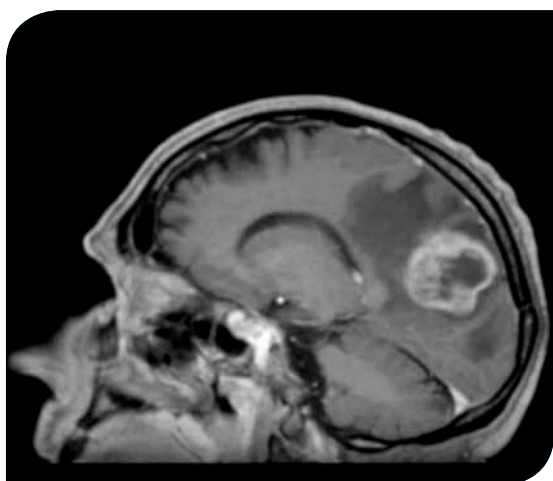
Image IRM d'un Glioblastome
